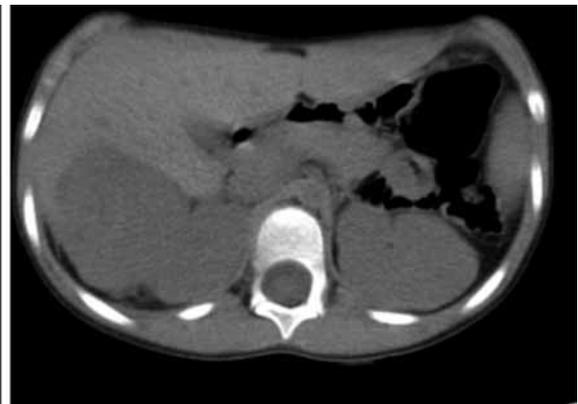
Paciente 2°. TAC pre y postquimioterapia.
